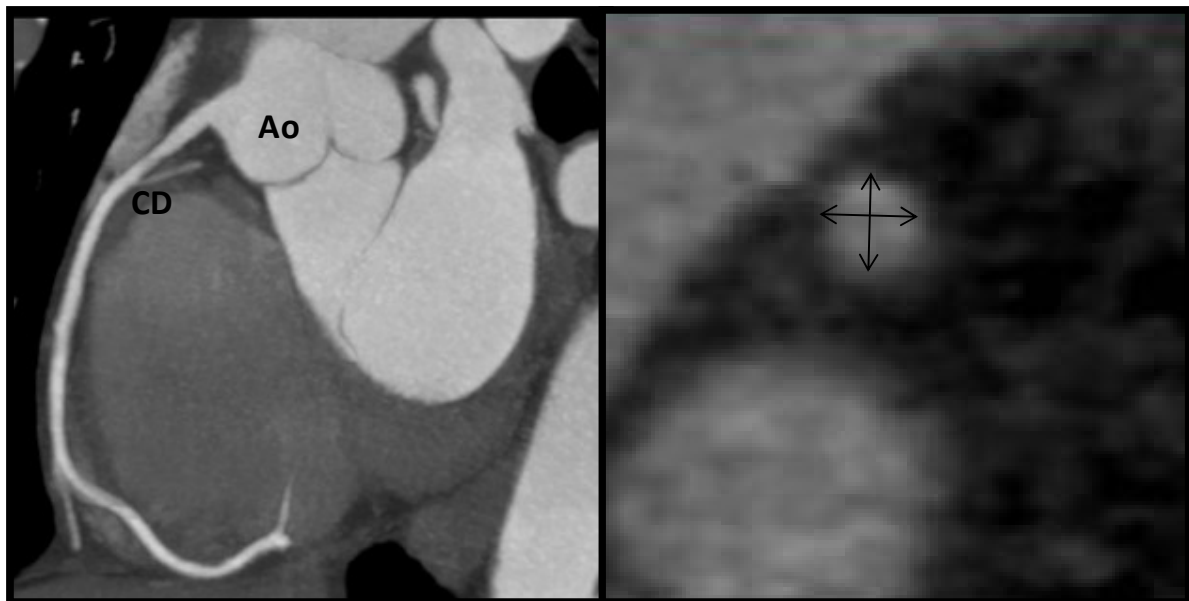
Après avoir reconstruit les coronaires (A), une mesure en double oblique perpendiculaire au grand axe était réalisée à l'ostium de la coronaire droite (CD) et du tronc commun (TC) dans deux plans orthogonaux. Ao : aorte, CD : coronaire droite.
